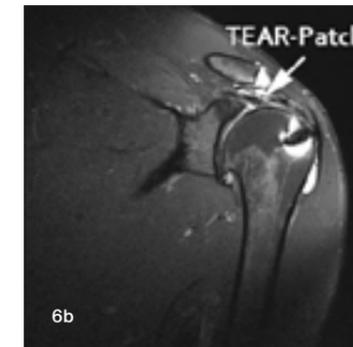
Postoperative Erfolgskontrolle und Objektivierung mit Ultraschall oder Magnetresonanztomographie
